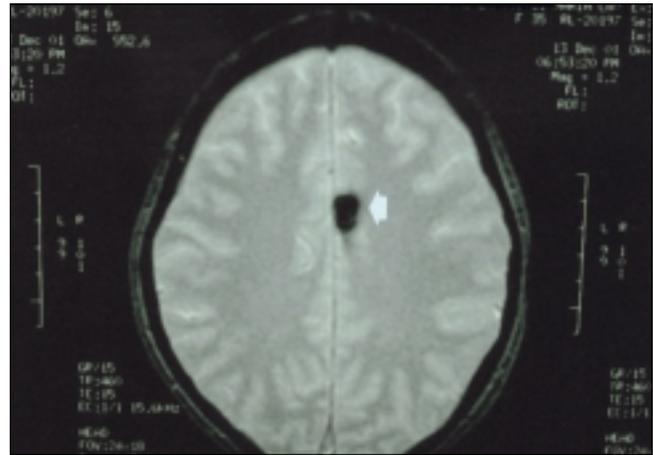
Resonancia magnética cerebral axial, potenciada en T2. El área con baja intensidad de señal en esta secuencia (flecha) se produce por la presencia de restos de hemosiderina consecuencia de la hemorragia del angioma cavernoso.
